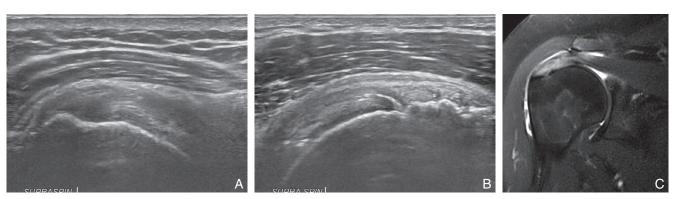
a, b. À l'échographie, tendinose du supraépineux, qui est épaissi et présente une plage hypoéchogène, mal limitée L'image b montre de plus de fines images linéaires hyperéchogènes. Il peut s'agir de fines calcifications intratendineuses ou d'une métaplasie chondroïde qui précède les calcifications. (c) À l'IRM, franche tendinose figurée par un épaississement et un hypersignal T2 d'intensité modérée (non liquidien) du tendon.
